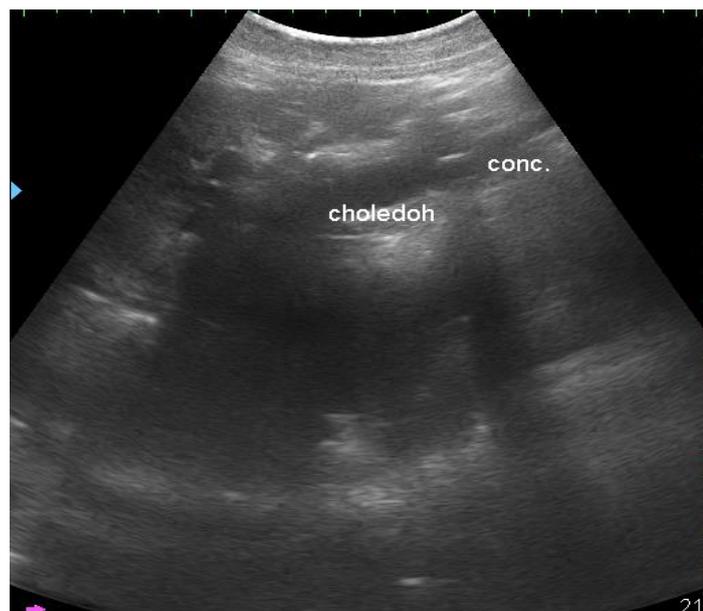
УЗИ. Холедохолитиаз, холангиоэктазия
